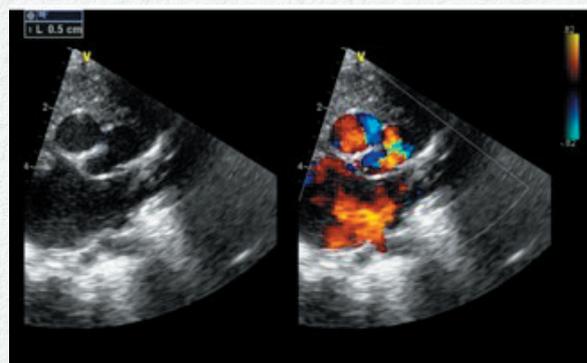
Ecocardiograma prequirurgico. Eje corto de grandes vasos. Se observa la imagen de la ventana aortopulmonar de 5 mm.
